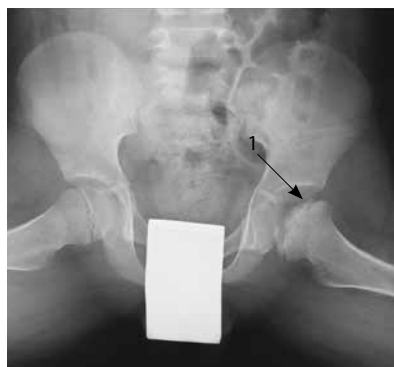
Рентгенологические признаки IV стадии болезни Легга – Кальве – Пертеса; 1 – грибовидная деформация головки левой бедренной кости, 2 – расширение и укорочение шейки бедра
